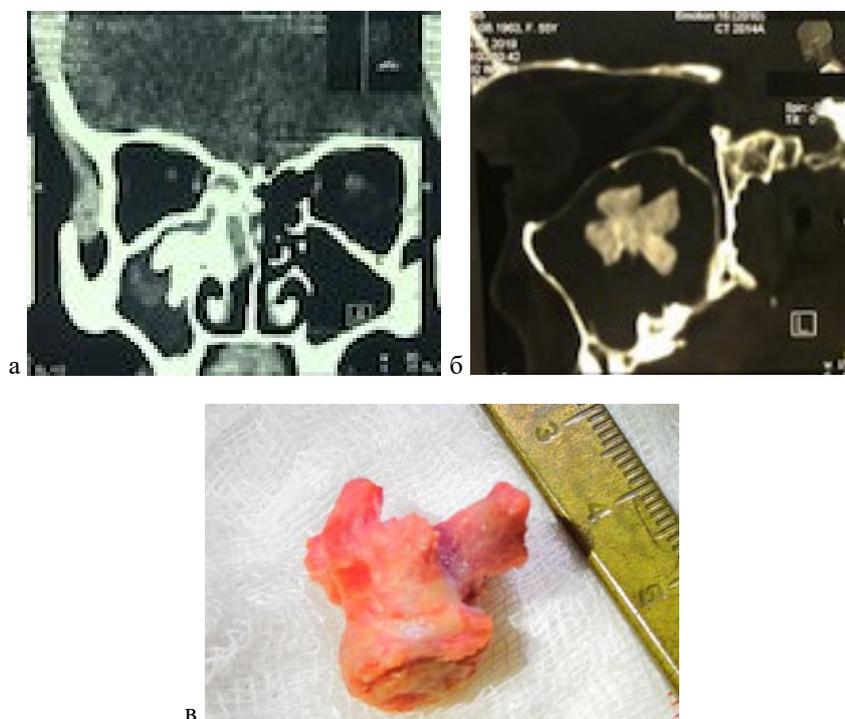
КТ черепа: а - фронтальная проекция; б – сагиттальная проекция (остеома правой верхнечелюстной пазухи); в – остеома операционный материал (фото).
